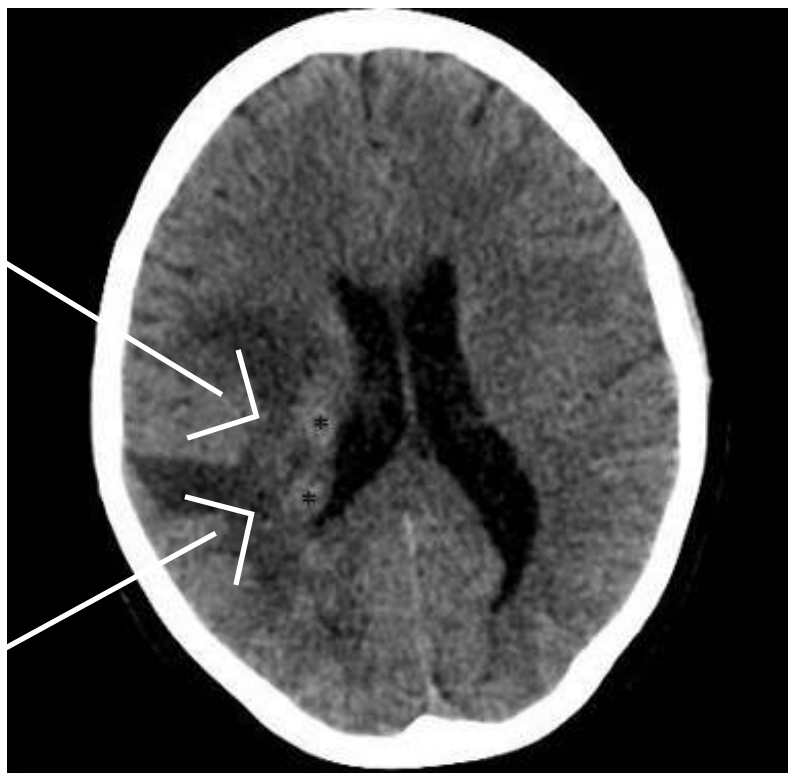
Tomografia computadorizada sem contraste, inicial
